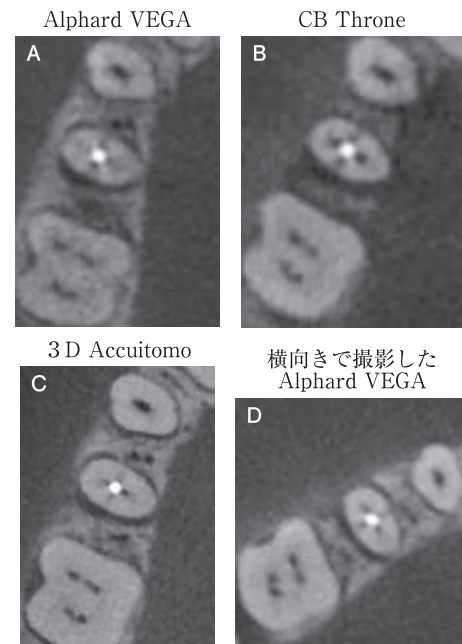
ガッタパーチャポイントで根管充填した下顎第二小臼歯の歯科用CT画像
